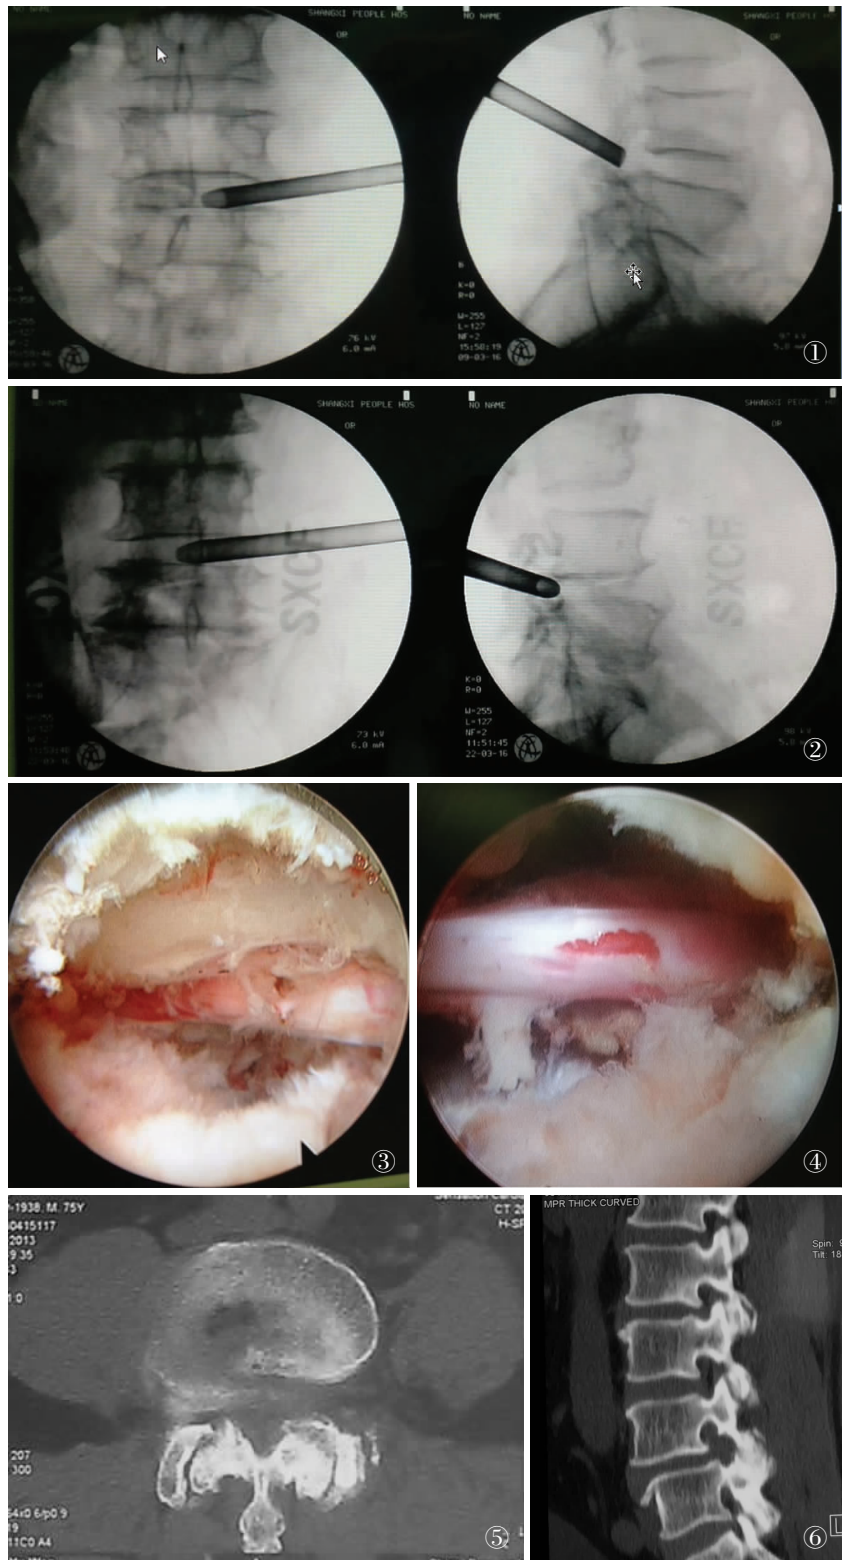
术中通道可以放置在硬膜囊的后方达到中线 图 2 术中通道可以放置在硬膜囊的前方达到中线或到对侧 图 3 减压前镜下情况 图 4 减压后镜下情况 图 5 CT 冠状位显示神经根管及中央椎管减压情况 图 6 CT 矢状位显示神经根管减压情况
